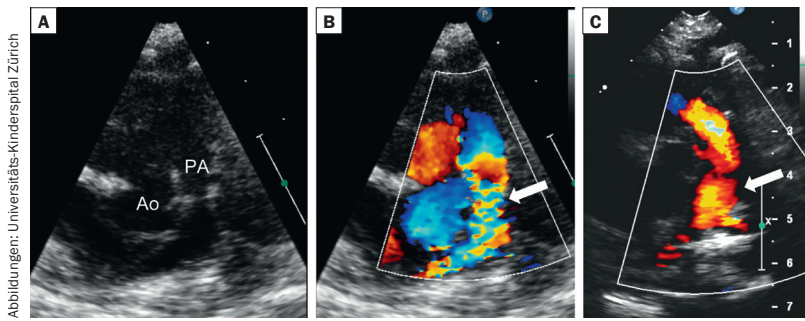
Transthorakale Echokardiografie (parasternal kurze Achse) 3-monatiger Säugling mit Fallot'scher Tetralogie. A) Präoperativ. PA = hypoplastische Pulmonalarterie und dysplastische Pulmonalklappe; Ao = Aorta. B) Color Doppler Signal (Pfeil) demonstriert Flussbeschleunigung. C) Postoperativ (nach transannulärer Patcherweiterung). Color Doppler Signal (Pfeil) demonstriert eine schwere Pulmonalklappeninsuffizienz.
